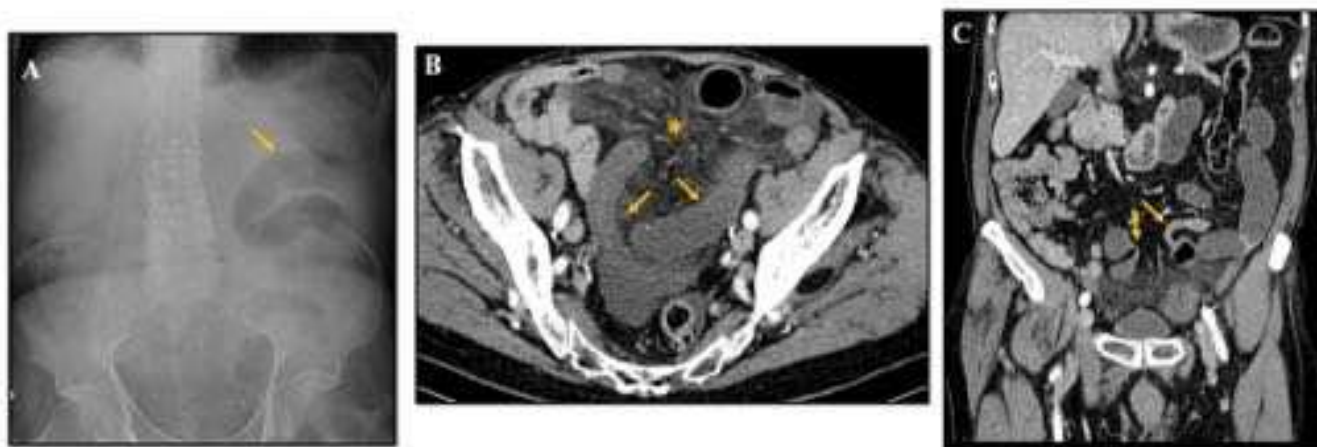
Hernia paraduodenal izquierda. Varón de 80 años con dolor abdominal y estreñimiento. A) Rx de abdomen en la que se observa dilatación de asas de intestino delgado situadas en cuadrantes izquierdos (flechas). B) Imagen axial de la TC en la que hay una disposición anómala del ángulo de Treitz (flecha). C) En la imagen coronal se observa un giro de los vasos mesentéricos (flecha) y agrupación de las asas intestinales en cuadrantes izquierdos. En la cirugía se confirmó una malrotación intestinal.
